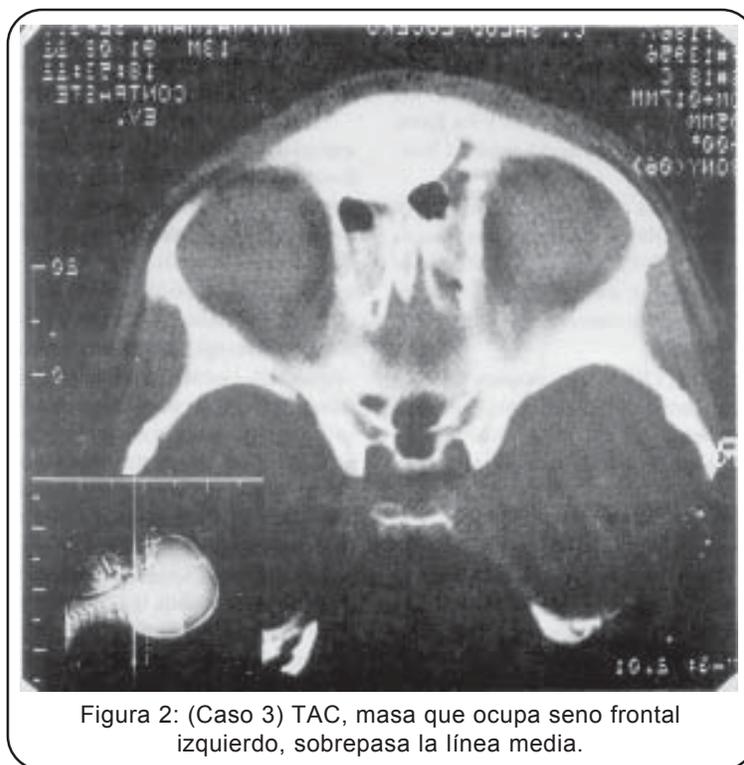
(Caso 3) TAC, masa que ocupa seno frontal izquierdo, sobrepasa la línea media.
